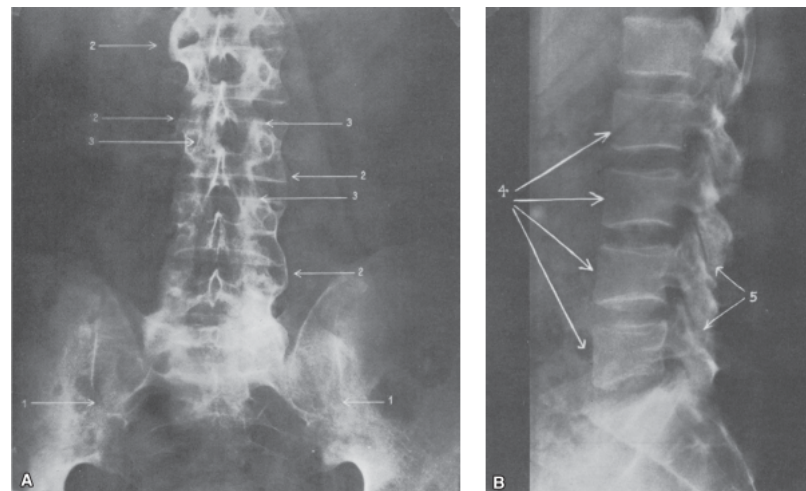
Espondilite anquilosante. Radiografia da coluna vertebral em PA (A) e perfil (B), observando-se: 1. anquilose das articulações sacroilíacas; 2. sindesmófitos; 3. anquilose dos arcos vertebrais; 4. retificação do contorno anterior da vértebra (“vértebra em formato de caixa”); 5. ossificação do arco vertebral.
